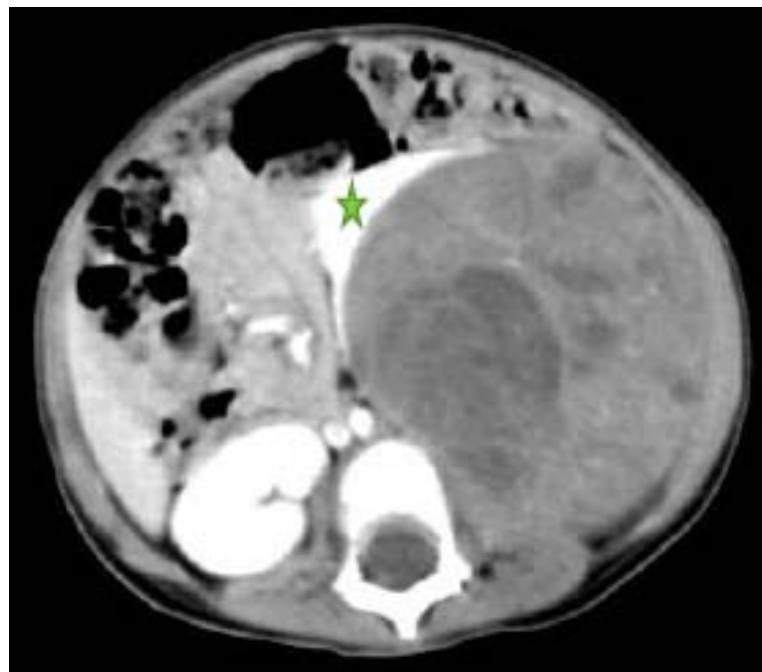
TDM en coupes axiales avec injection de PC : Néphroblastome gauche (Signe de l'éperon [étoile]) [50]
